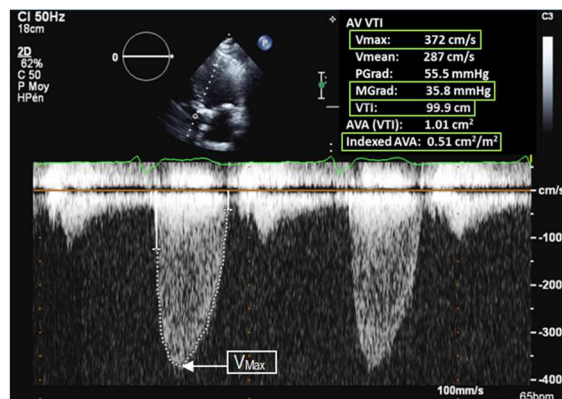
Tracé du gradient moyen sur un échocardiogramme en Doppler continu de l'aorte proximale.
